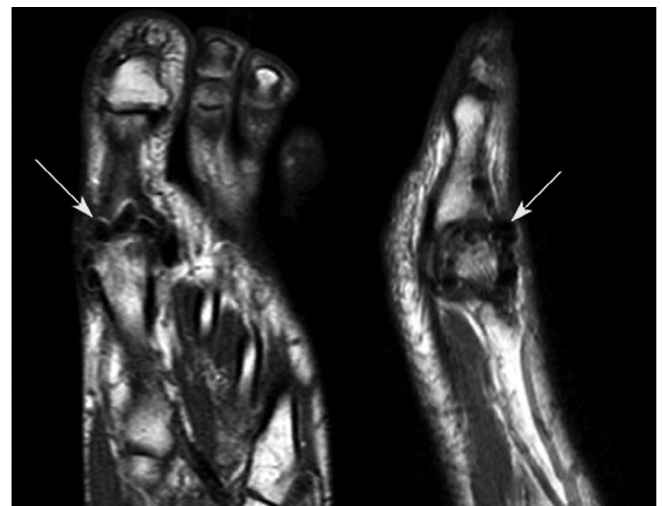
Магнитно-резонансная томография стопы через 12 мес. после операции (пациентка Д., 40 лет)
